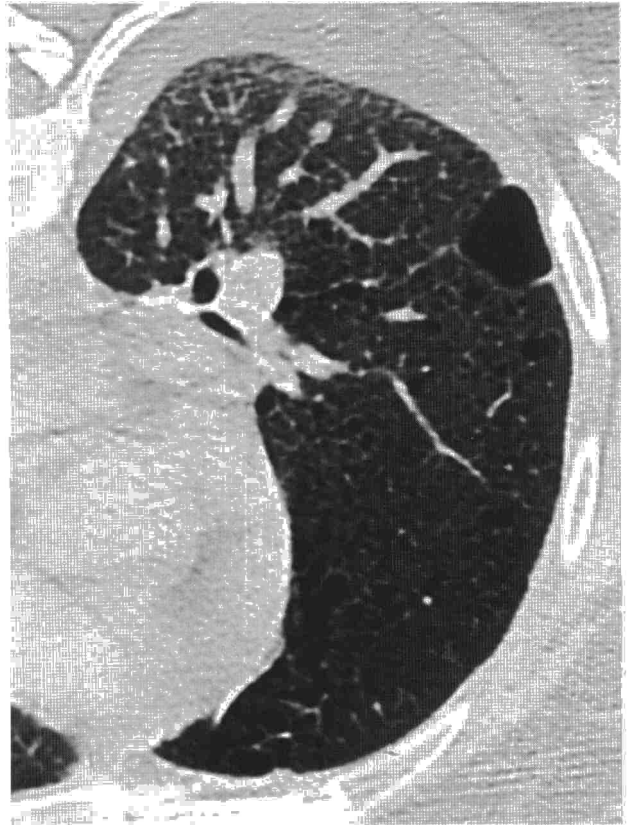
Tomografía computarizada torácica de alta resolución en la que se objetivan lesiones quísticas de distintos tamaños.
